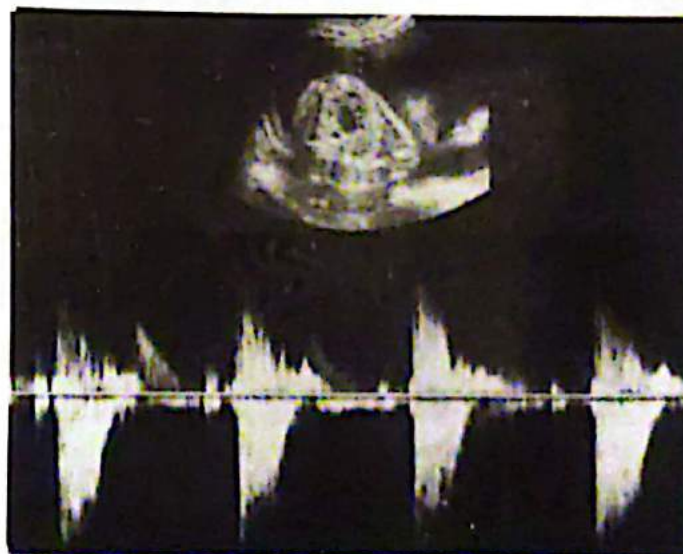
OVF Doppler de la arteria pulmonar
